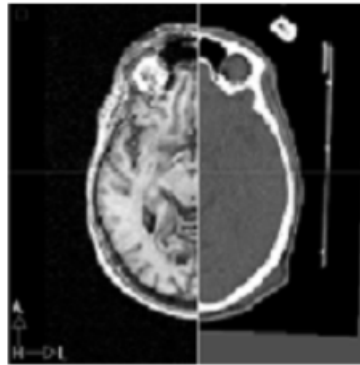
Ejemplo de registro multimodal entre una imagen MRI y CT
